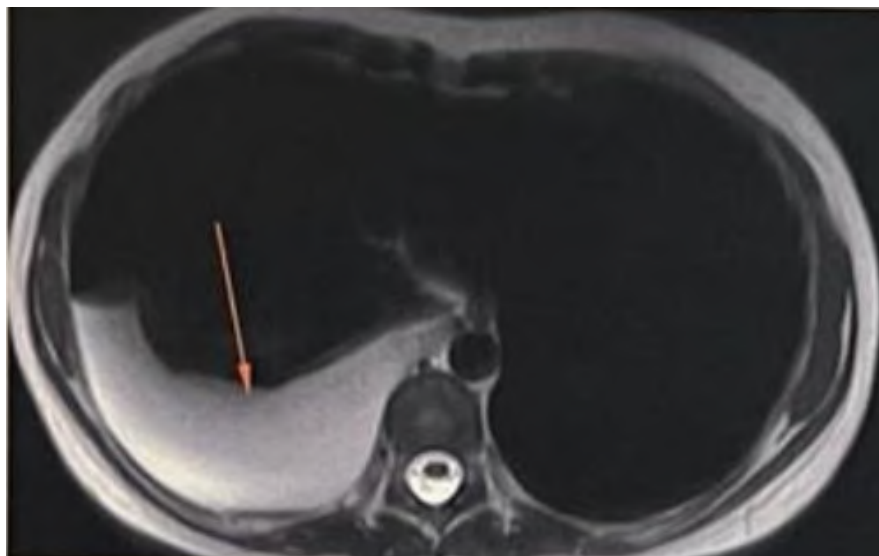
Corte do exame de ressonância magnética de tórax com derrame pleural (seta vermelha).
